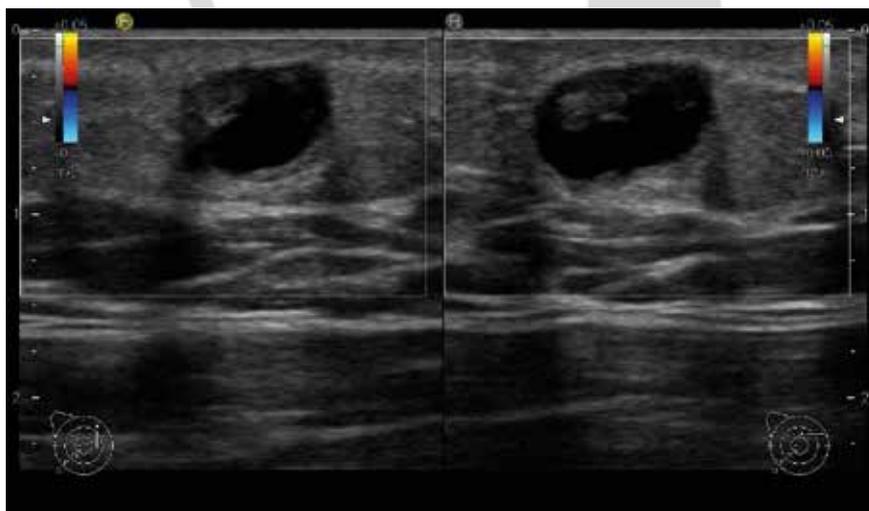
Sonografie der Läsion in 2 Ebenen. Gut zu sehen ist die gemischte Läsion ohne Vaskularisierung im Farbduplex.
